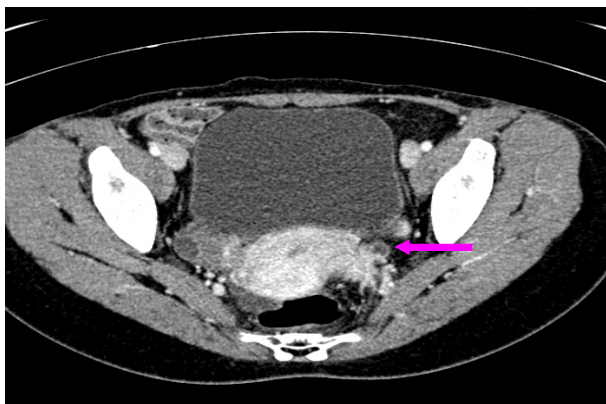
The computer tomographic urography shows ureteral tumor suspected as a transitional cell carcinoma at left distal ureter to ureterovesical junction and left hydronephroureterosis.
